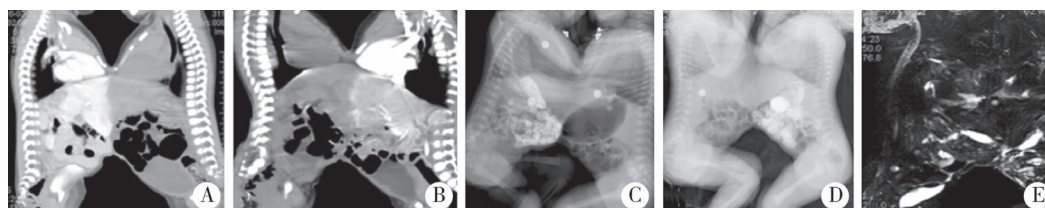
术前影像学评估 注 A:左侧联体婴儿CT增强扫描;B:右侧联体婴儿增强扫描;C:左侧联体婴儿全消化道造影检查;D:右侧联体婴儿全消化道造影检查;E:联体婴儿胆道MRCP检查
